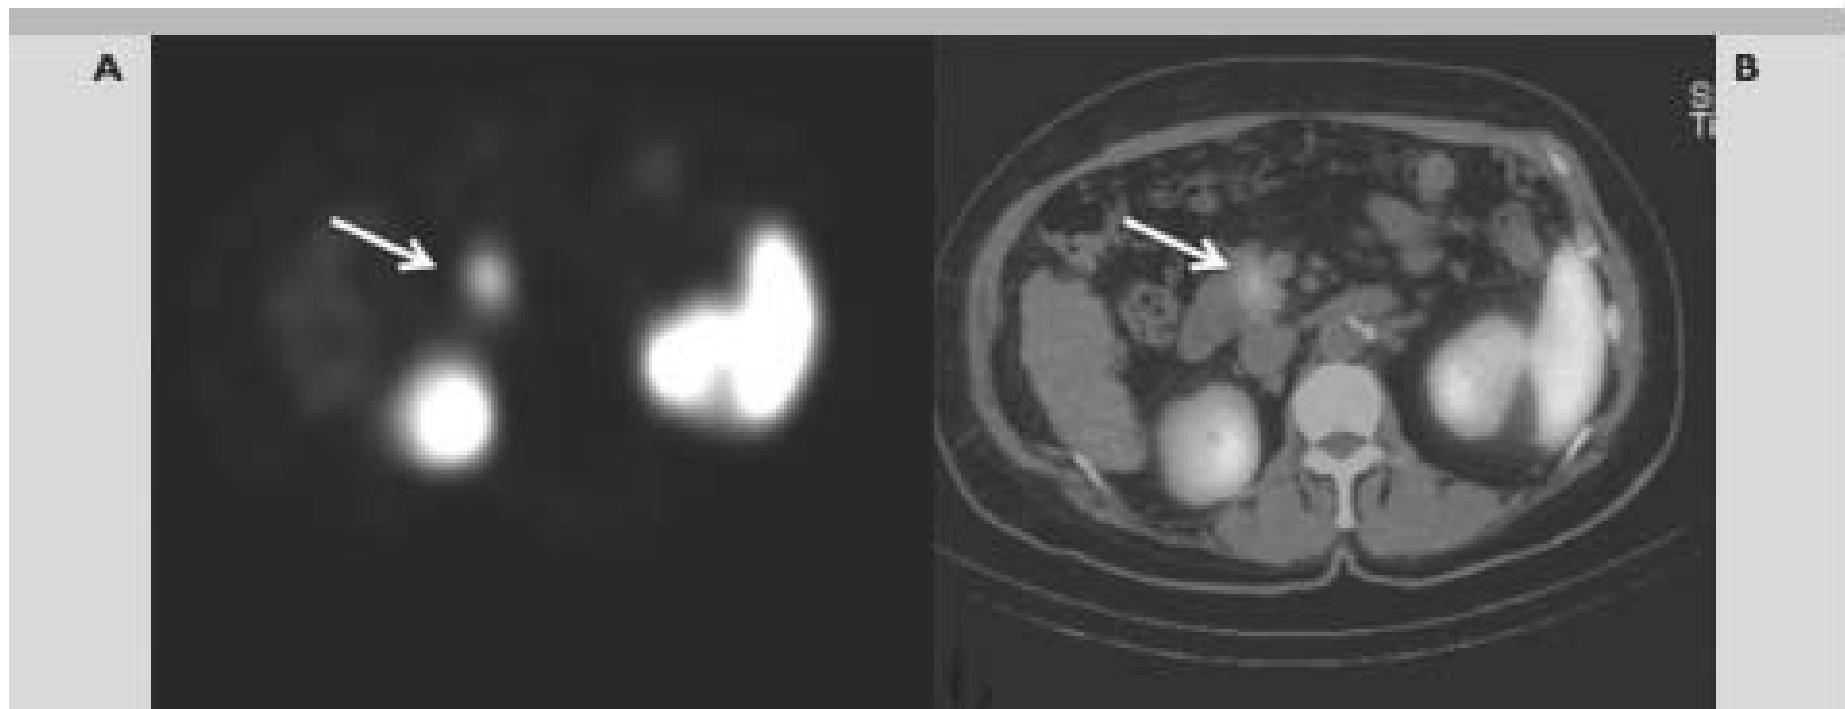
Image d'insulinome, CT et scintigraphie à l'ostreoscan
